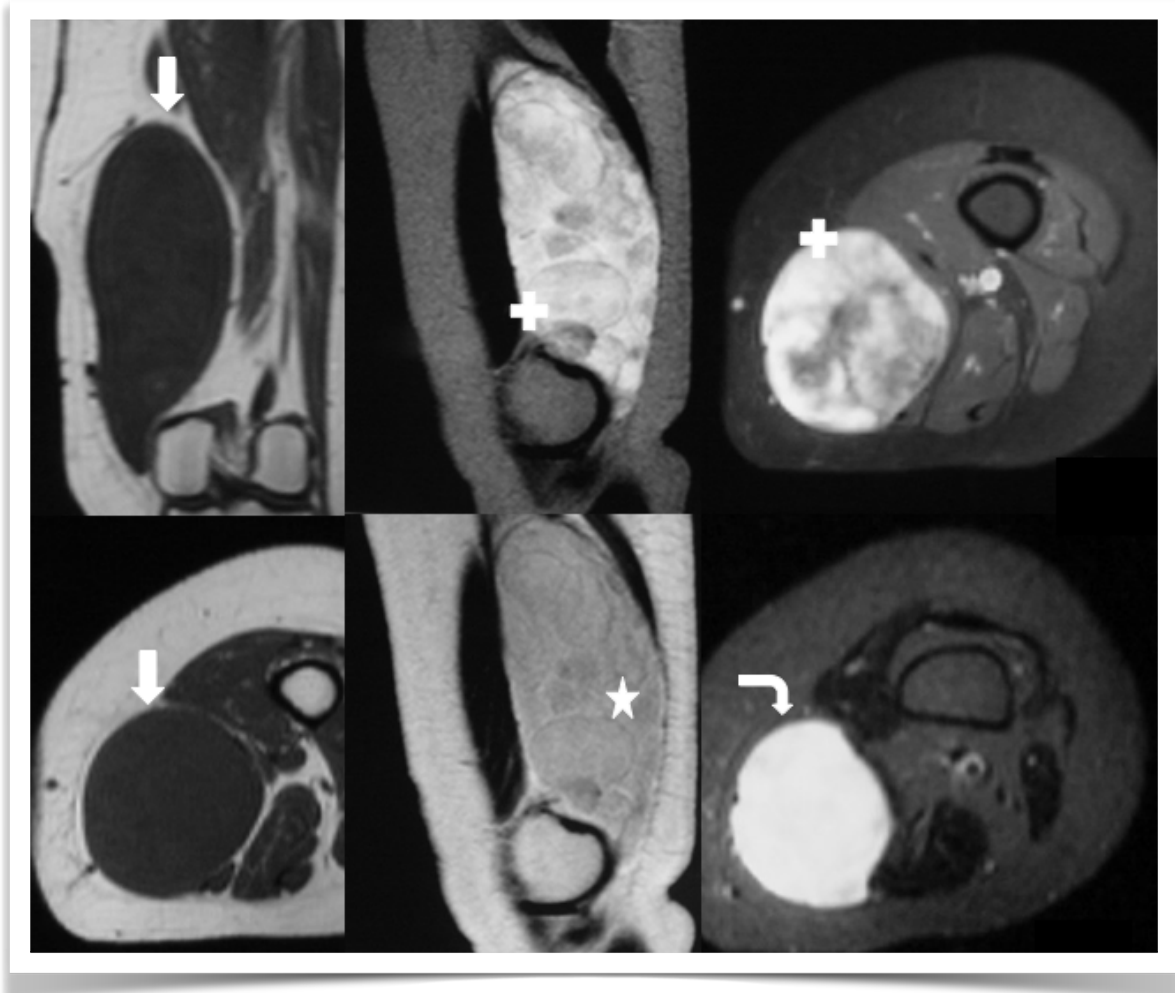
Liposarcoma mixoide muslo distal. En RM secuencia T1 (flecha recta) gran masa bien definida homogénea en cara medial del muslo. Desplaza planos musculares sin infiltrarlos. En secuencia STIR (flecha curva) alta señal homogénea simulando un quiste. En secuencia T2 (estrella) masa heterogénea. Estudio con contraste (signo +) demuestra realce heterogéneo de la lesión.
